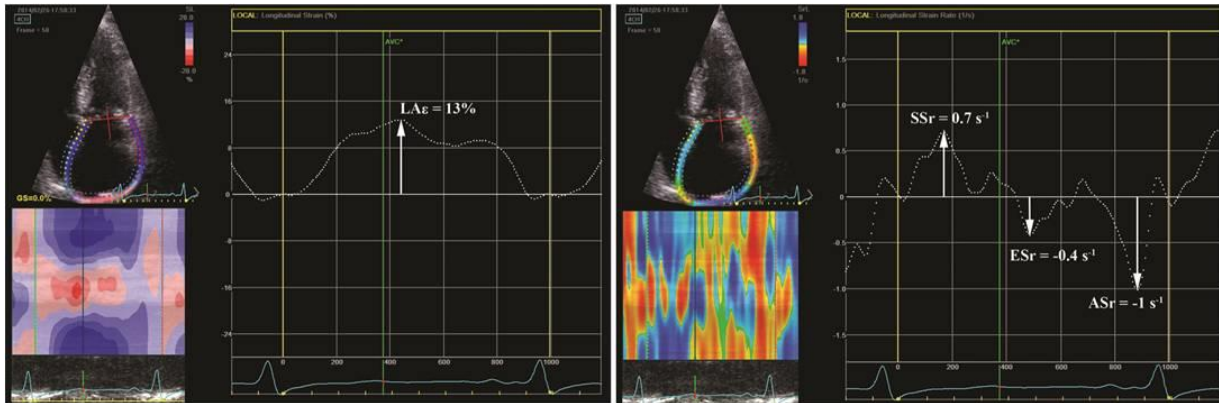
Parametrii de deformare AS evaluați prin ecografie bidimensională speckle-tracking la un pacient cu stenoză aortică severă simptomatic prin fenomene de insuficiență cardiacă. Panelul din stânga: curba de deformare longitudinală sistolică a AS. Panelul din dreapta: valorile medii ale parametrilor ratei deformării atriale stângi - SSr, ESr, și respectiv ASr. De notat valori reduse pentru toți parametrii de deformare AS comparativ cu valorile normale raportate în literatură pentru subiecții sănătoși. [36]
